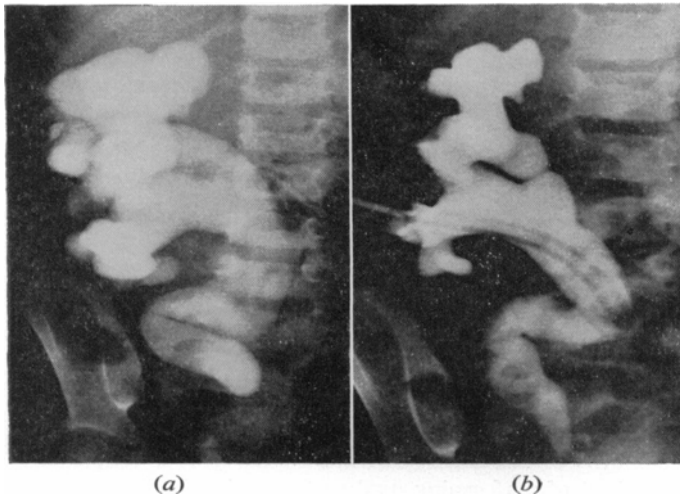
Estas radiografías reflejan la mejora después del drenaje de nefrostomía en un niño que tenía obstrucción del uréter pélvico de un riñón funcional simple, el otro siendo displásico. La urea en sangre cayó desde 250 a 80 mgm por ciento. El uréter no ha sido interferido con, ya que podría tener que ser reimplantado más tarde.
